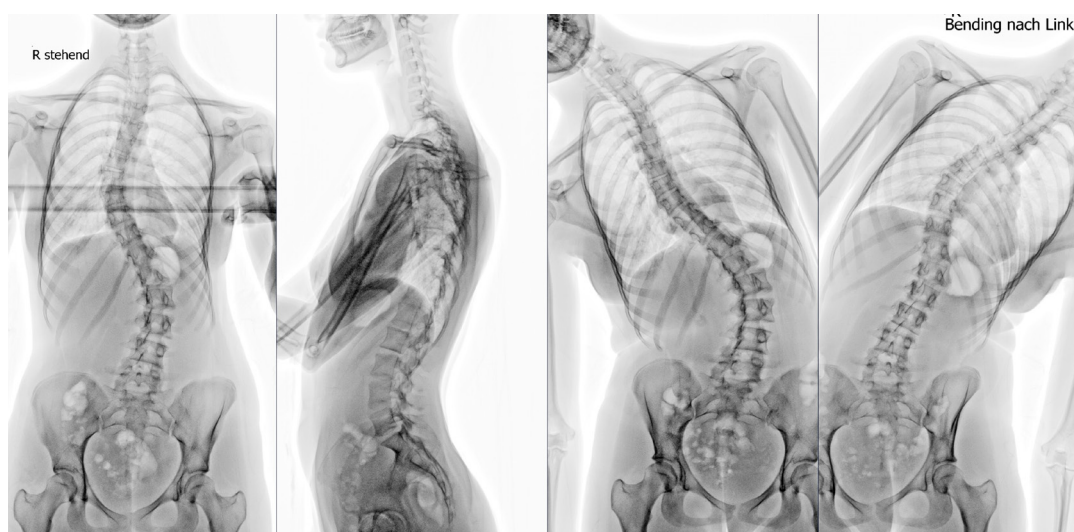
Radiographie du rachis de face, profil ainsi qu'avec inclinaison à gauche et droite debout. Les images avec inclinaison latérale montrent une bonne mobilité et donc un bon potentiel de correction de la scoliose.
